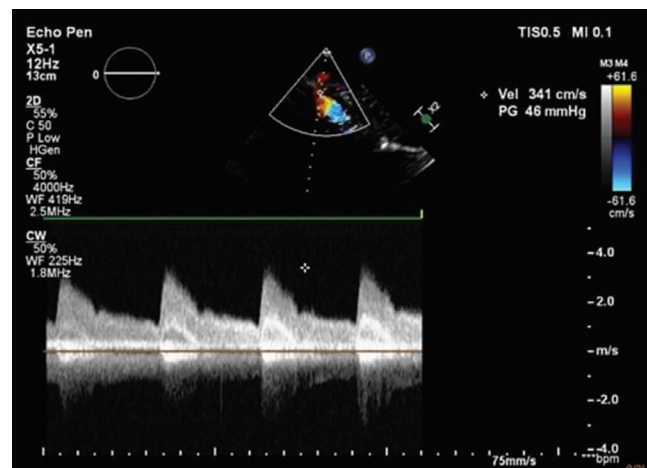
Increased gradient on the celiac artery in color doppler measurements
